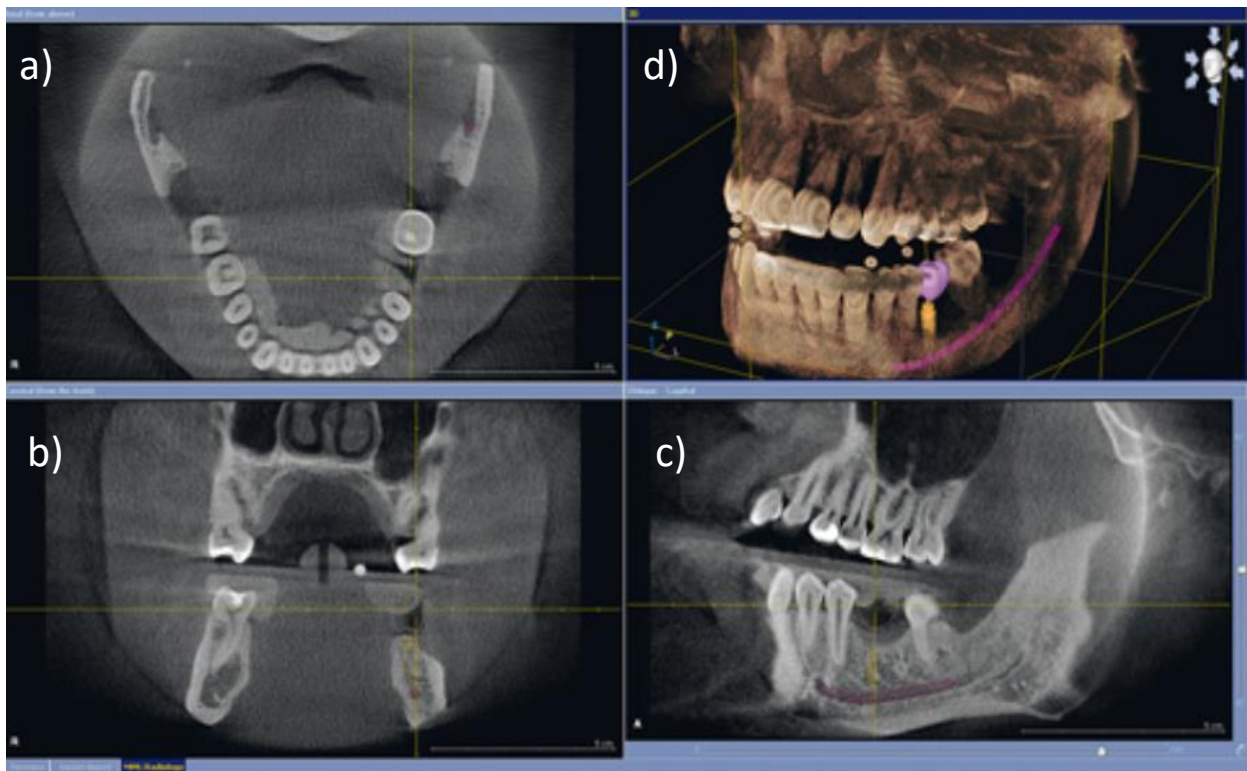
Ausschnitte aus einer digitalen Volumentomografie in allen drei Ebenen a) axial, b) koronal, c) sagittal, d) 3D-Rekonstruktion (modifiziert nach Schlegel und Blanke, 2011)
